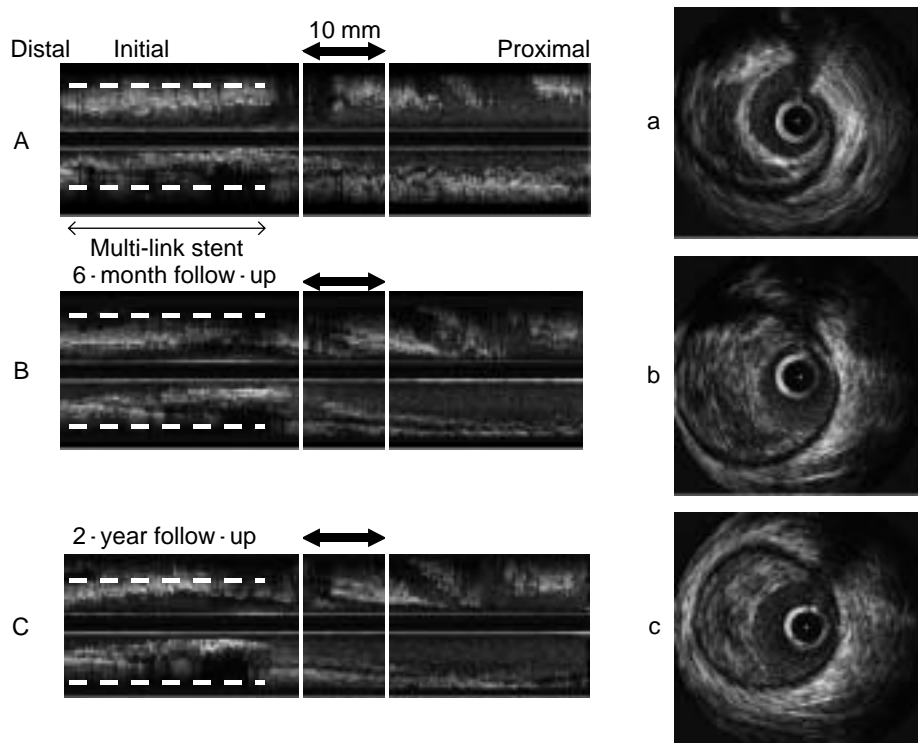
Three-dimensional intravascular ultrasound images (A - C) of the left anterior descending coronary artery and two-dimensional intravascular ultrasound images (a - c) of a large lipid-rich pool area
